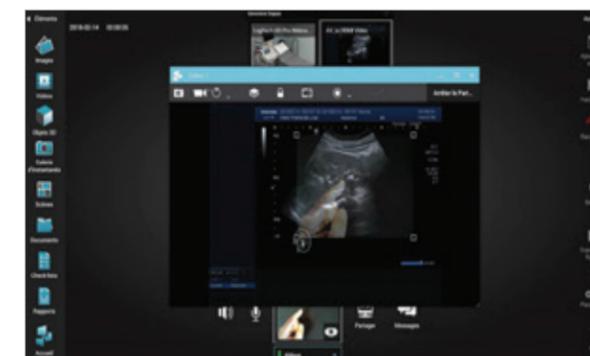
Exemple de plateforme pour la télé-échographie.
